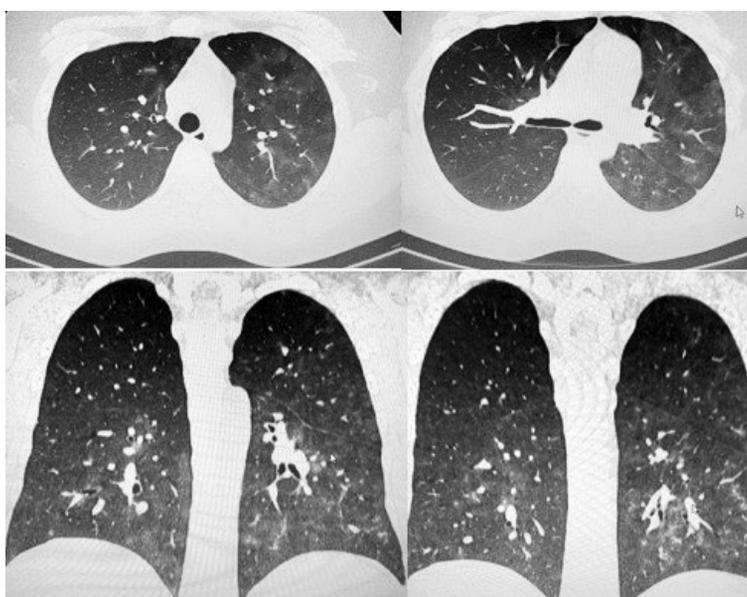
Данные рентгеновской компьютерной томографии грудной полости, выполненной в динамике на 18-й день лечения. Объяснения в тексте.
